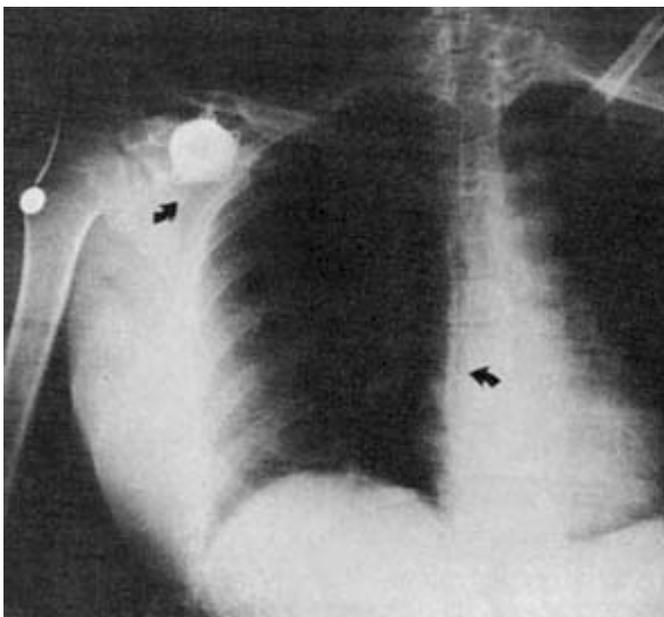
Radiografía de tórax: Catéter Port-A-Cath colocado en la vena cava superior por acceso subclavio derecho.
